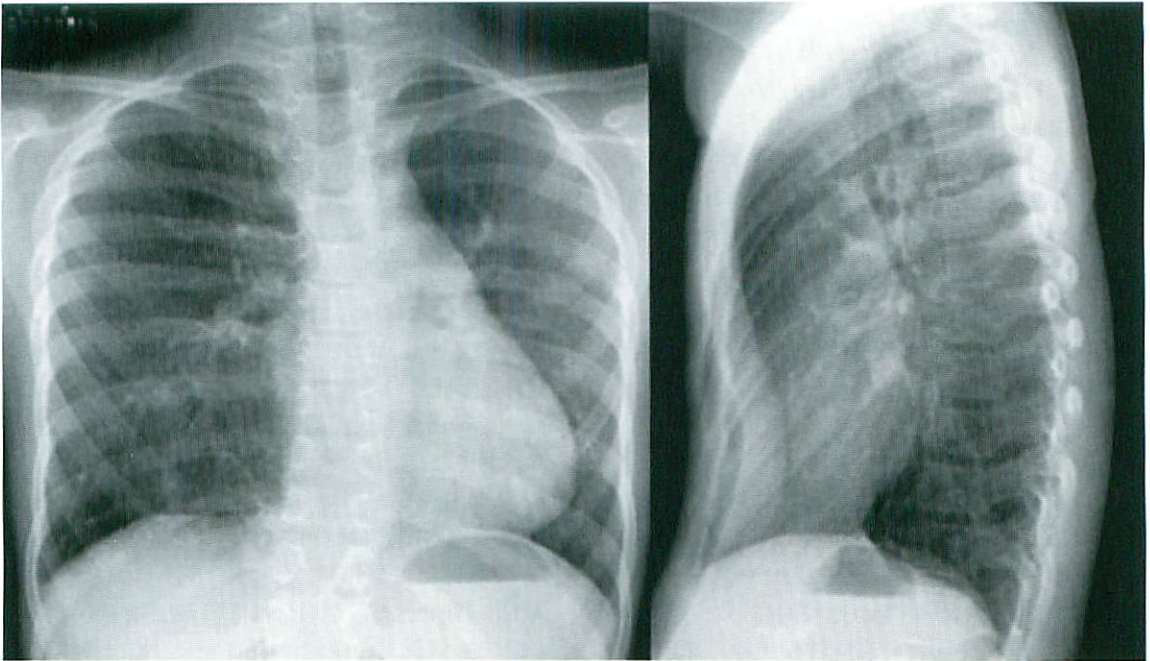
Chest radiograph of Case 2
